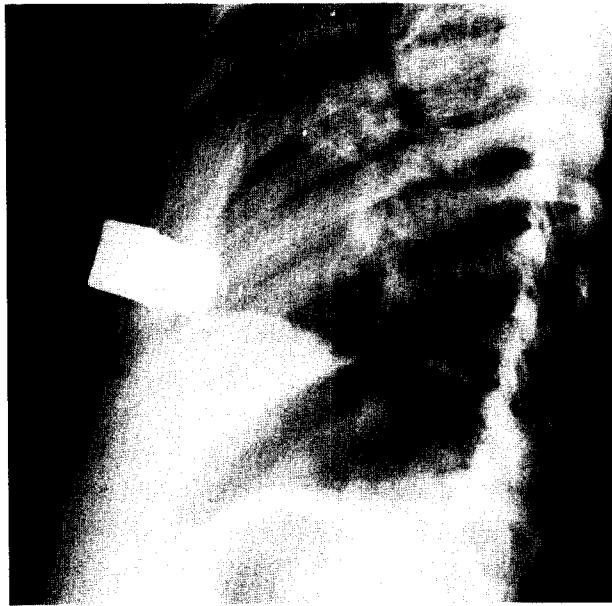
Postoperative lateral view of chest X-ray:strut was placed at the post erior side of the lower sternum.
